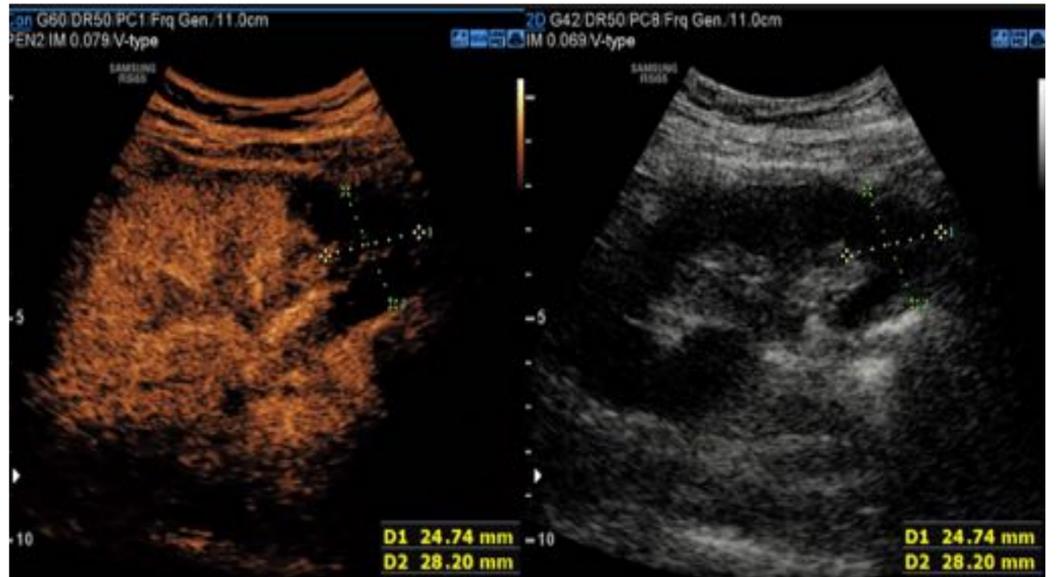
Se evidencia tras la administración de contraste intravenoso un área de infarto cortical que no había sido visible durante la exploración en modo B ni Doppler color.
